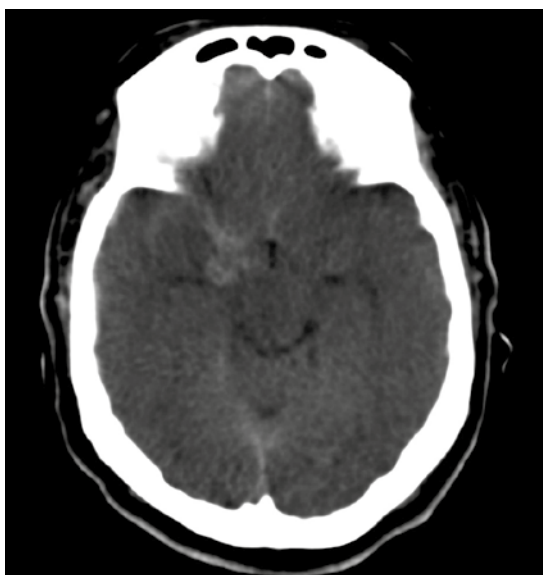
Tomografía, corte axial con ventana para parénquima: extensión de la hemorragia a la superficie temporal y giro recto ipsolateral. Mismo paciente de la figura 1.
